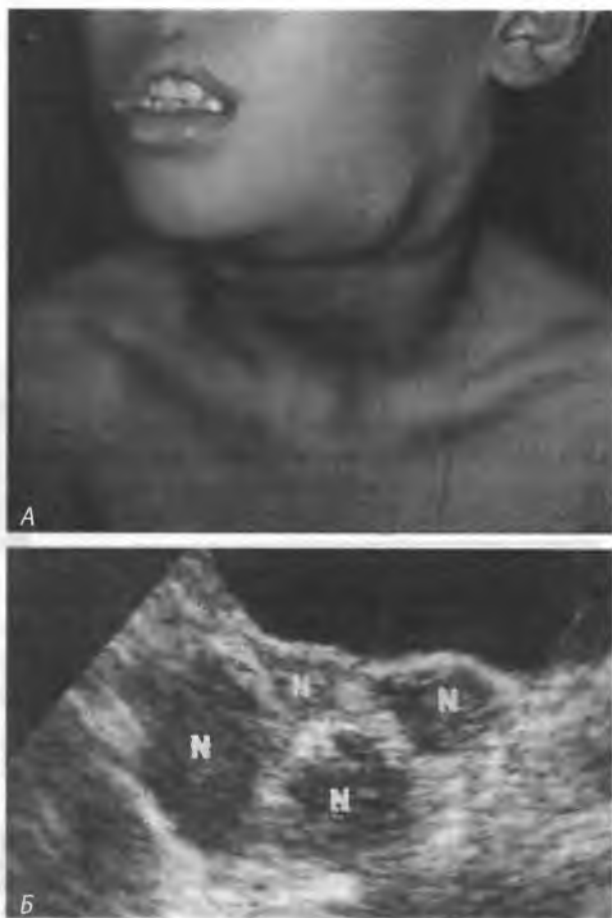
(А) Внешний вид ребенка с шейной лимфаденопатией. (Б) Шейная лимфаденопатия по данным УЗИ (N — увеличенные лимфатические узлы) (Sinniah D., D'Angio G. J., Chatten J. et al. Atlas of Pediatric Oncology. — London: Arnold, 1996)
